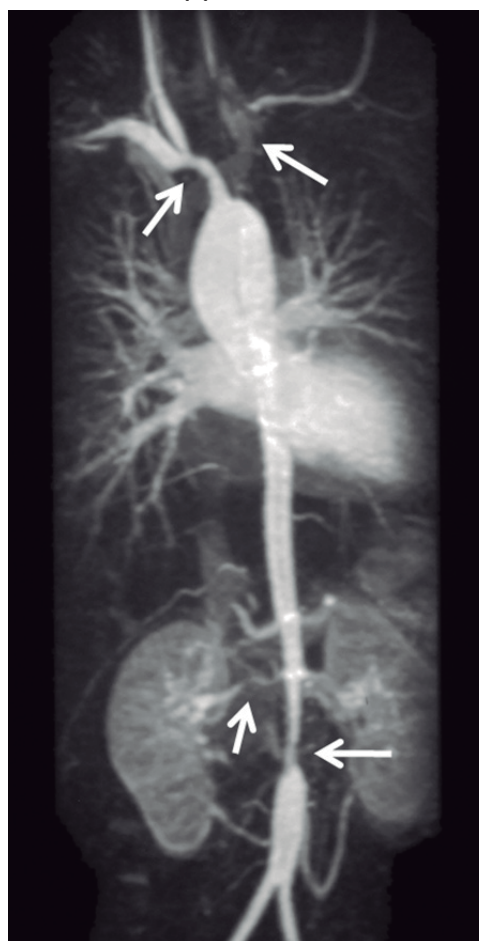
Paciente de 13 anos com arterite de Takayasu. A angiorressonância apresenta extensas áreas de estenose nos ramos do arco aórtico, aorta infrarrenal e artéria renal direita, algumas associadas a dilatação pós-estenótica.
